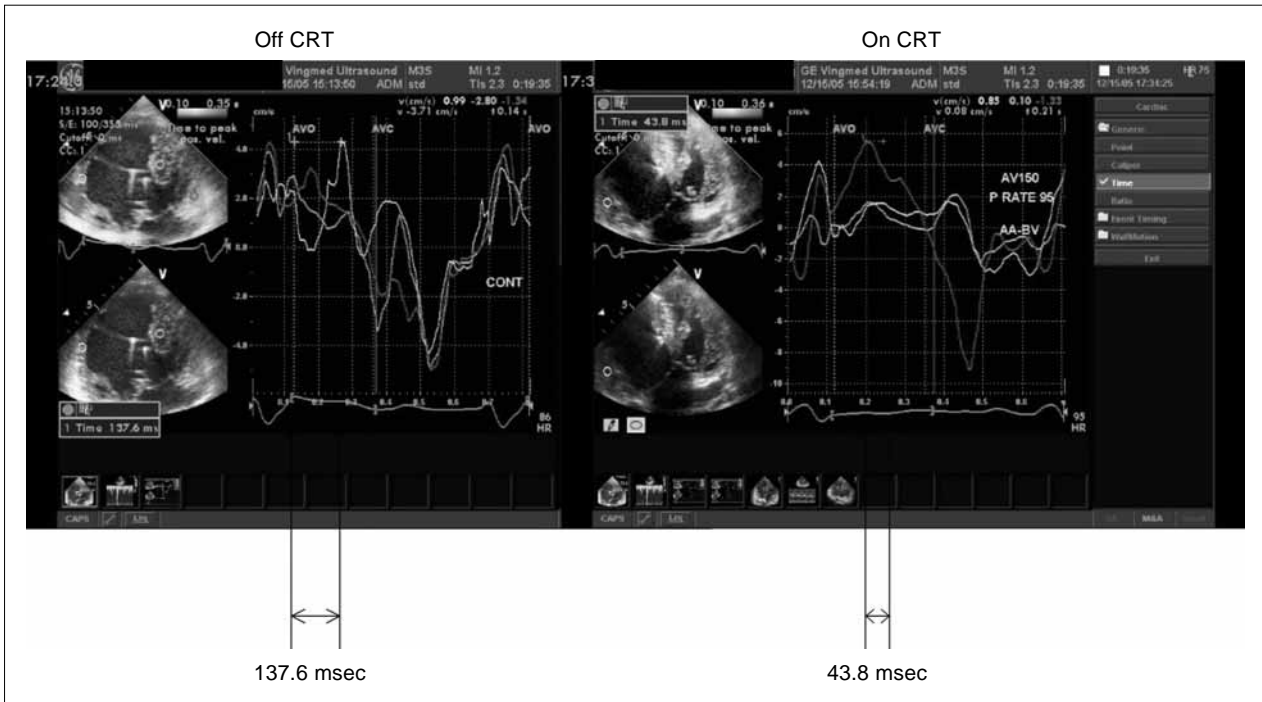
Measurement of interventricular conduction delay (ICD) at pre-and post-CRT on tissue Doppler image.
